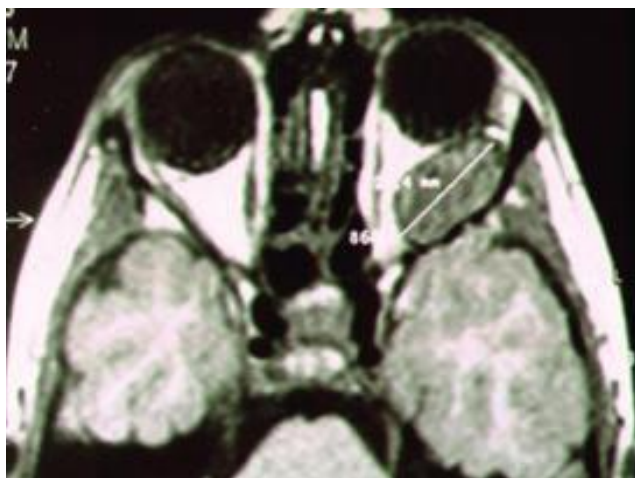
RM das órbitas, T1, corte transversal, mostrando, na órbita esquerda, uma lesão profunda retroocular, que, após cirurgia de exérese com osteotomia de um segmento do rebordo orbitário superior, revelou tratar-se de um quisto dermóide da sutura esfenozigomática.
